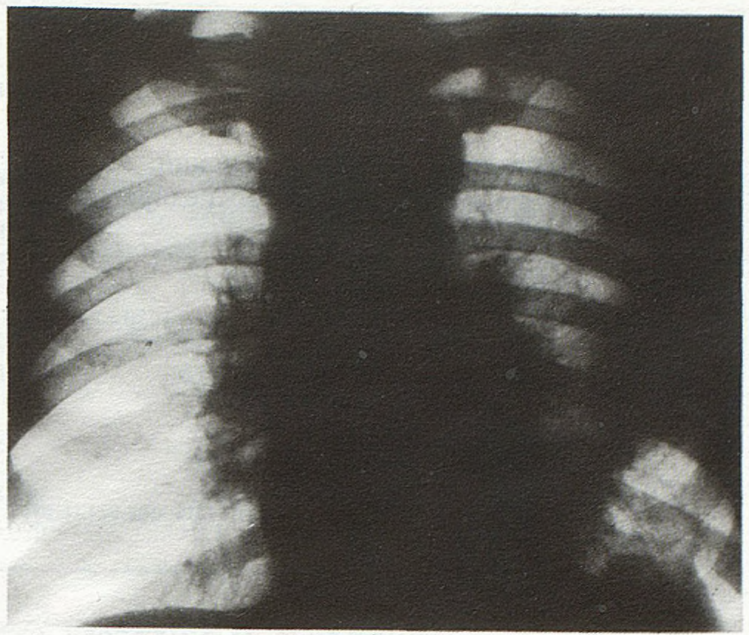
Рентгенограмма того же больного. После курса лазеротерапии. Значительное рассасывание инфильтративных изменений в нижней доле левого легкого.
